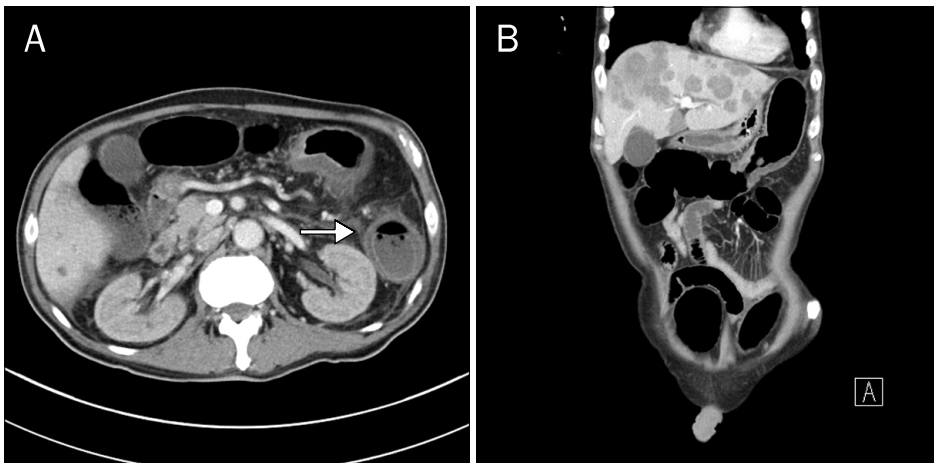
Abdominal CT scan. It showed the concentric layers of low and high attenuation (double-halo sign) (white arrow) and mucosal and serosal enhancement with edematous and non-enhanced thickening of submucosal layer from the ascending colon to sigmoid colon without evidence of perforation, suggesting colonic ischemia.
